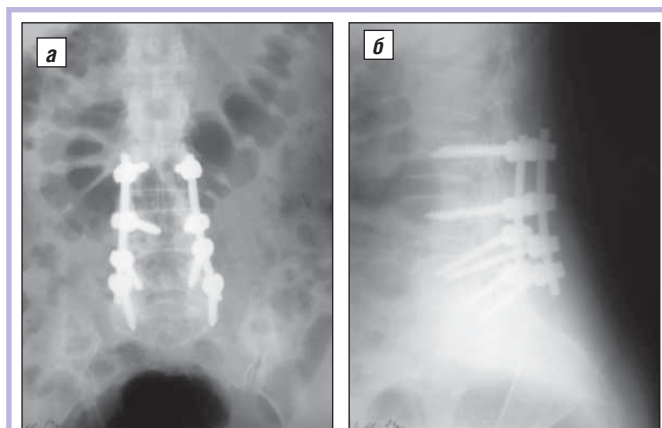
Рентгенограммы пациента 2-й группы после ДСО поясничного отдела позвоночника: а – в прямой, б – в боковой проекциях
